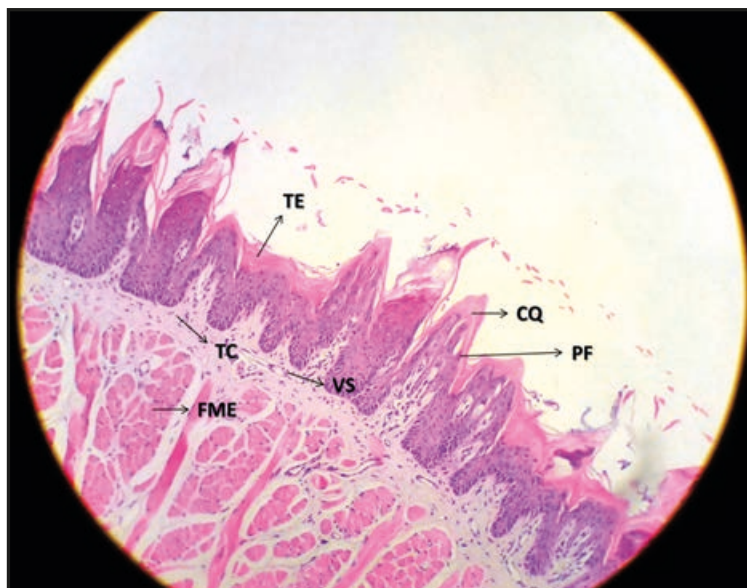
Língua. PF: papilas filiformes; TE: tecido epitelial; CQ: camada de queratina; VS: vaso sanguíneo; FME: fibras musculares estriadas; TC: tecido conjuntivo. Ampliação: 40x. (HE).
